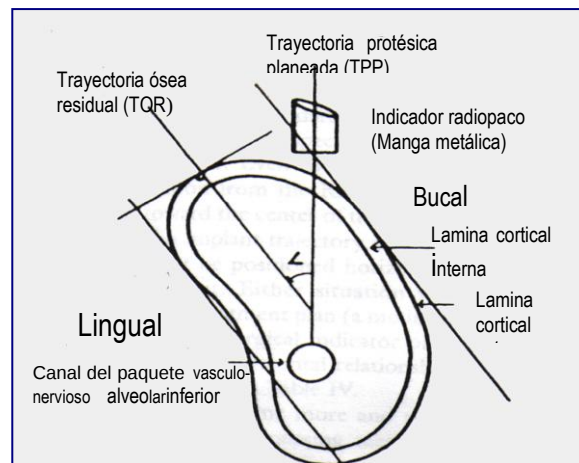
Figura # 17.- Representación esquemática de los trazos de una tomografía de la región molar. La diferencia entre la Trayectoria ósea residual y la Trayectoria protésica planeada se expresa en grados. Tomado de Almong y Sánchez, 1999
